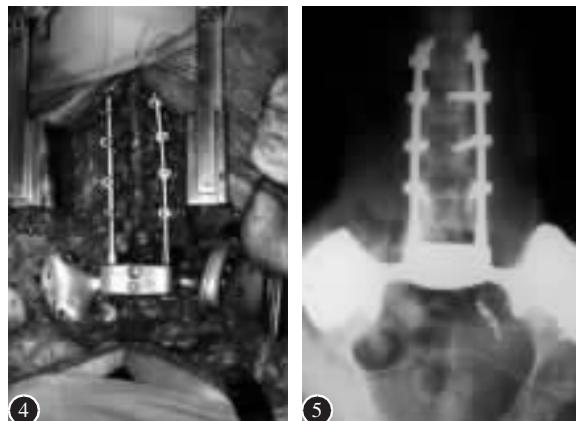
骶骨全切、L1~L4行椎弓根螺钉固定,经连接棒与骨盆环假体连接,通过骨盆环假体连接两侧髂骨 图5 术后2年时随访X线片示骨盆环固定牢固,内固定无松动
